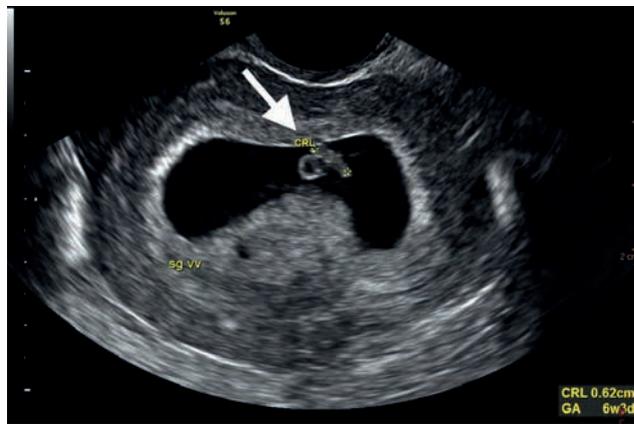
Ultrassonografia obstétrica transvaginal
